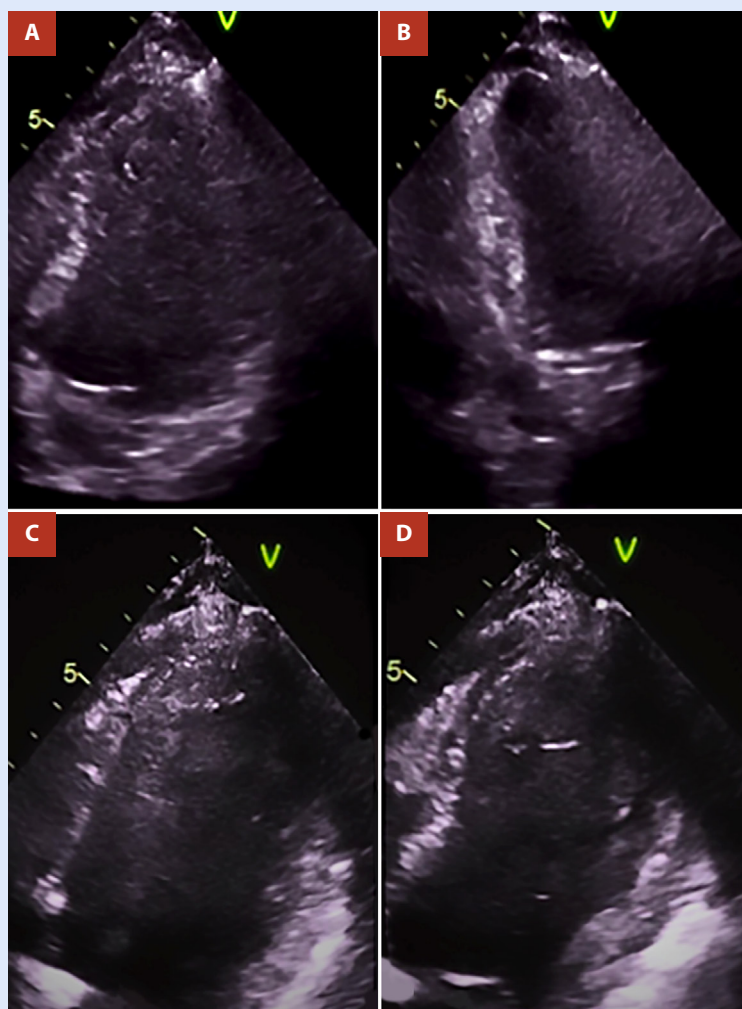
Ecocardiograma transtorácico. En eje dos cámaras (A-B) se evidenció del segmento apical de pared anterior e inferior y en el eje cuatro cámaras (C-D) aquinesia del segmento apical de pared septal inferior y lateral.
